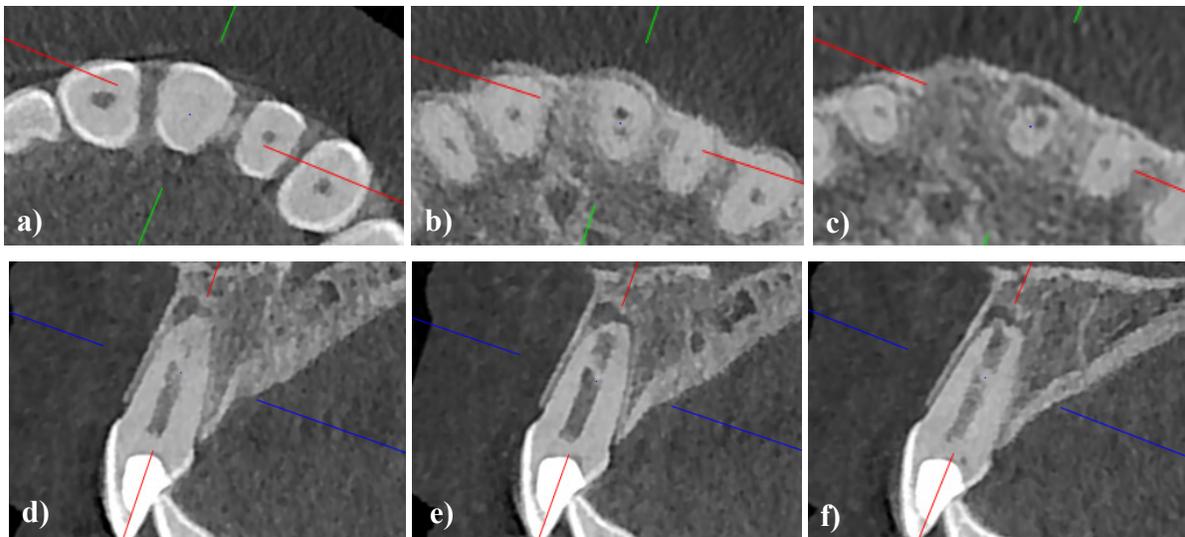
Imágenes de CBCT. Cortes axiales (a, b, c) y sagitales: mesial (d), centro (e), distal (f) del diente 21.
